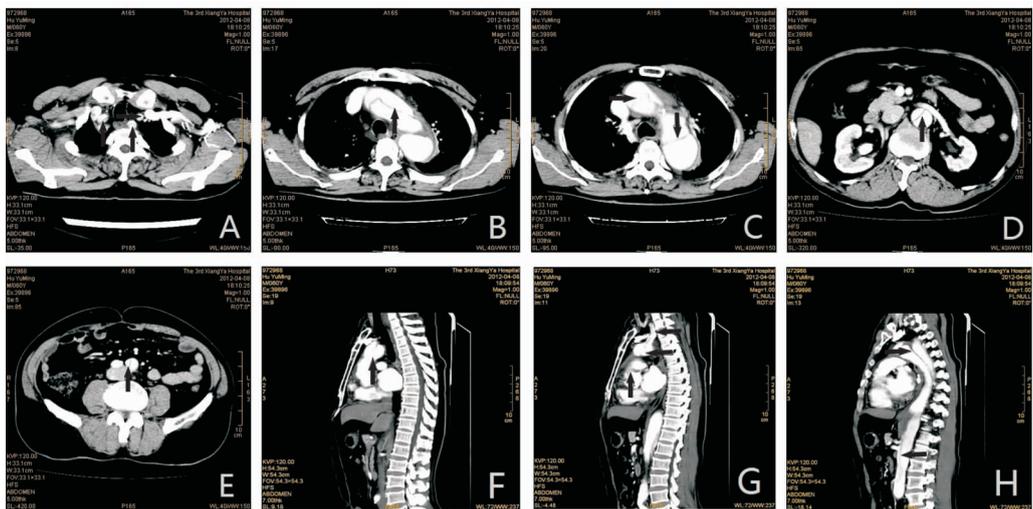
胸、腹主动脉增强 CT 所见。A-E 为横断位成像, F-H 为矢状位成像。图中升主动脉根部 (图 F、G 箭头所示)、主动脉弓部 (图 B 箭头所示) 及降主动脉 (图 C、D、H 箭头所示) 内可见内膜撕裂影, 累及头臂干、右侧颈总动脉、左侧颈总动脉及左侧锁骨下动脉 (图 A、G 箭头所示), 向下累积左侧髂总动脉起始端 (图 E 箭头所示)。
